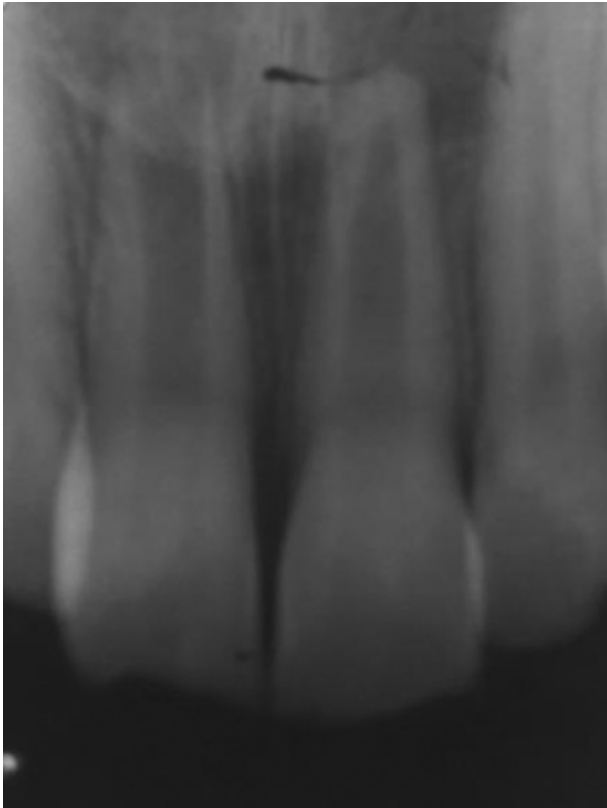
Radiografia inicial demonstrando rizogênese incompleta na unidade 11.
